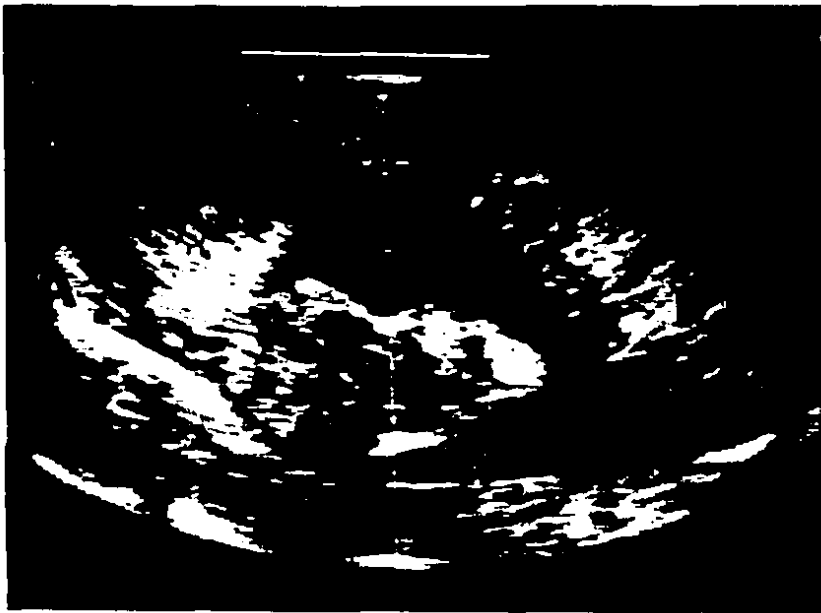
Imágen ultrasonográfica de una hemorragia moderada (flechas)
